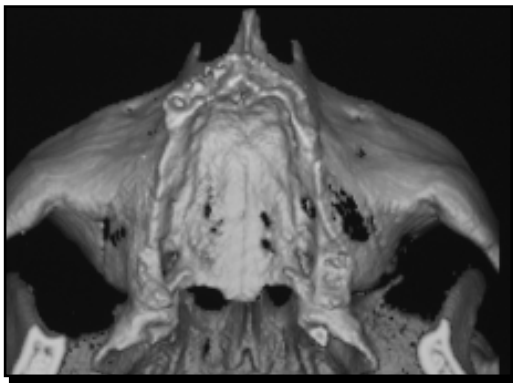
TAC en 3 dimensiones del maxilar, y Fig. 6 mandíbula con la alineación de los implantes en la tomografía^{13, 14}
